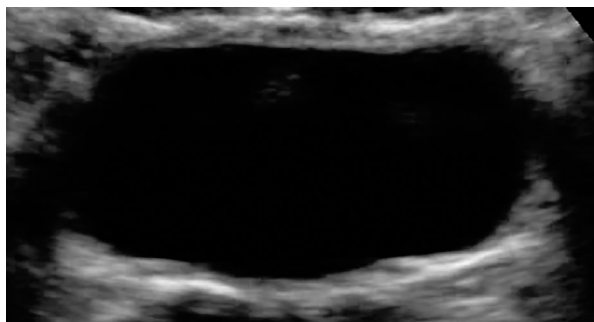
The control USG in 2 months of treatment.
